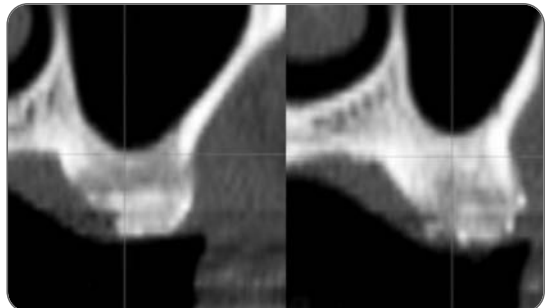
Computed Tomograph 5 months following guided bone regeneration.
